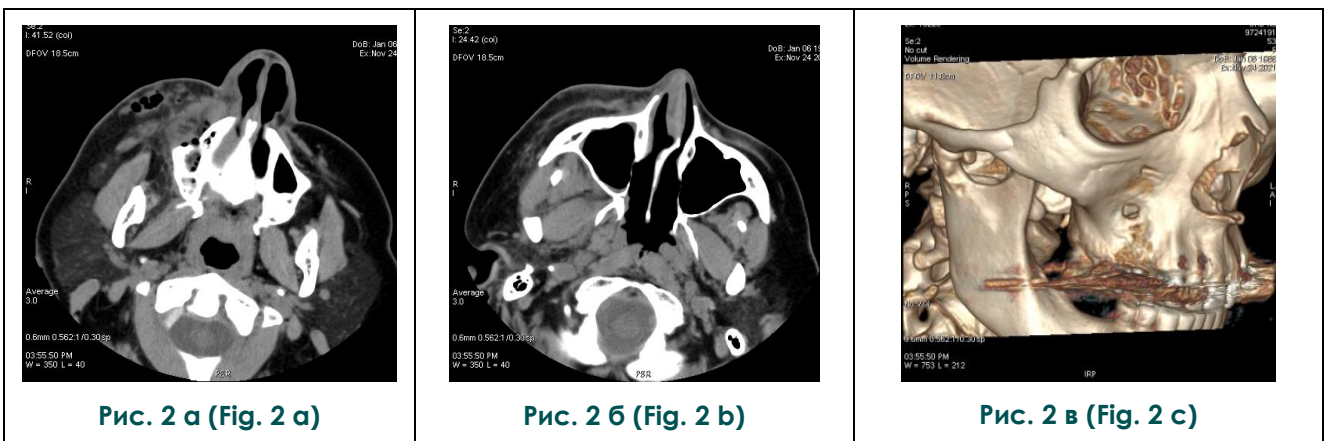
КТ через 10 дней от начала заболевания. Аксиальная плоскость и 3D-реконструкция.
